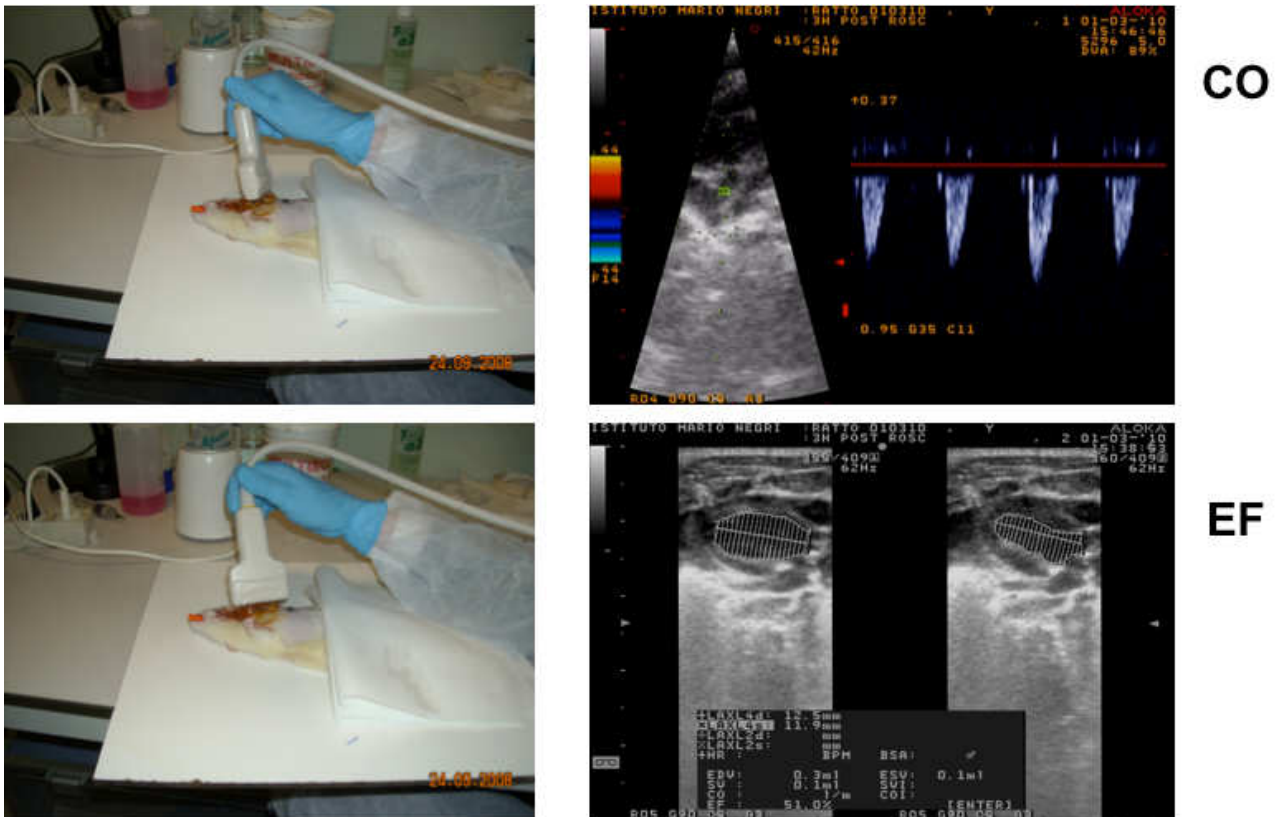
Valutazione ecocardiografica non invasiva per la misurazione della gittata cardiaca e della frazione di eiezione.
